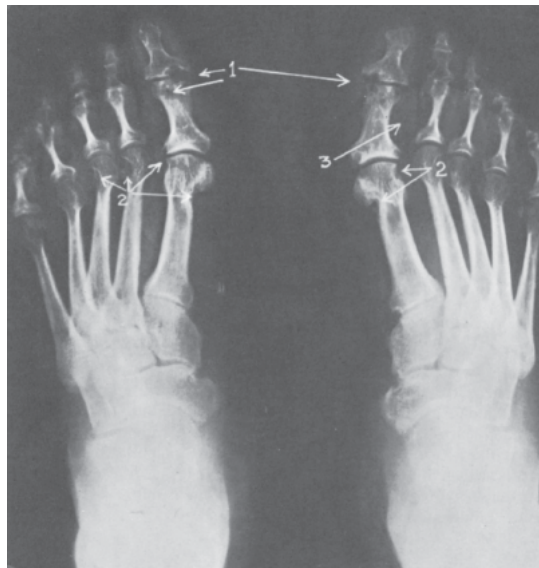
Gota. Radiografia do pé, observando-se: 1. lesões em saca-bocado na região subcondral; 2. erosão lateral; 3. aumento de partes moles.
